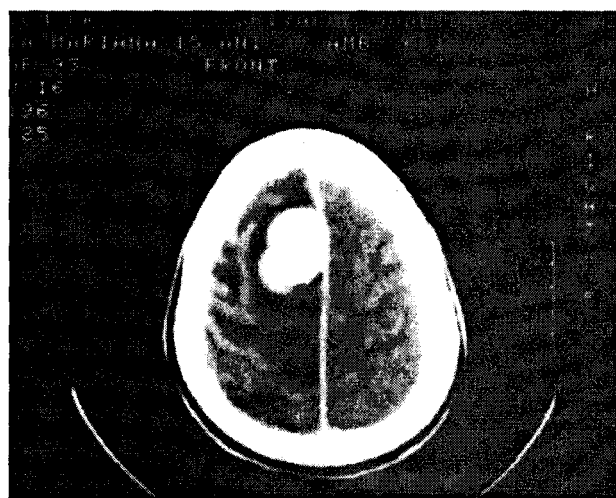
CT-scan: meningiom parasagital, de partea stângă, precentral.
